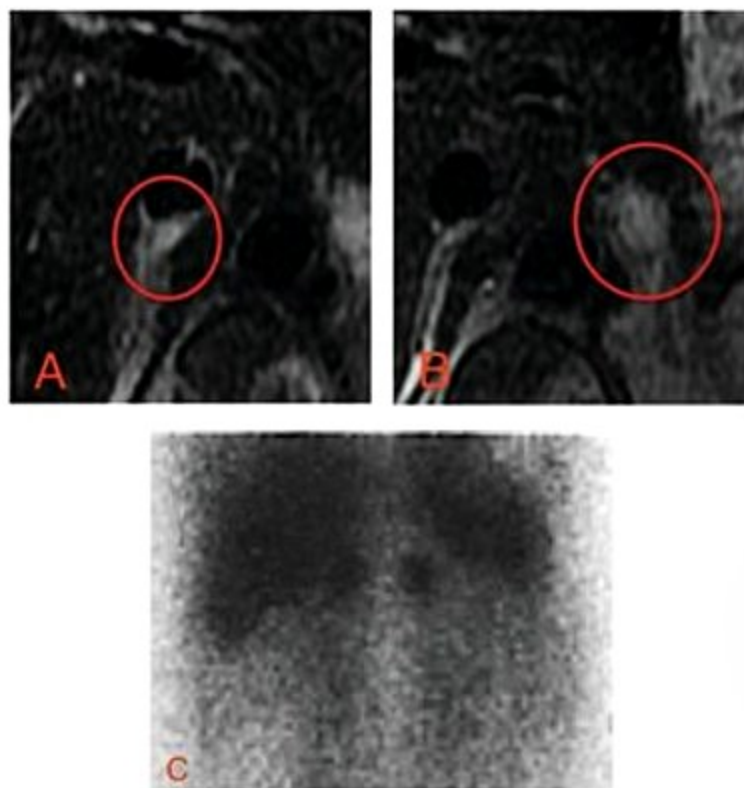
Paciente portador de neoplasia endócrina múltipla do tipo 2 com feocromocitomas pequenos e bilaterais, identificados pela RM. Observam-se nódulos de alto sinal em T2 nos cortes axiais em A e B (demarcados por círculos), de natureza indeterminada. Em C uma imagem coronal de cintilografia com ¹²³I-MIBG, mostrando captação das lesões e confirmando a hipótese de feocromocitomas.
